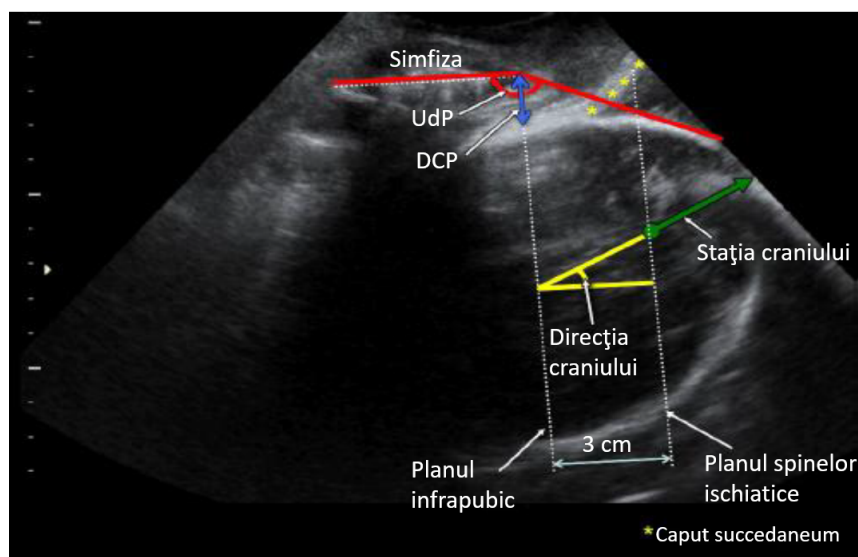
Stația craniului fetal stabilită ecografic trebuie măsurată de-a lungul liniei direcției craniului fetal. Se identifică unghiul de progresie (UdP), distanța craniu-simfiză (DCS) și, ca și planuri de referință, planul infrapubic și planul ischial. (modificate după Tutschek și colab.³²).
